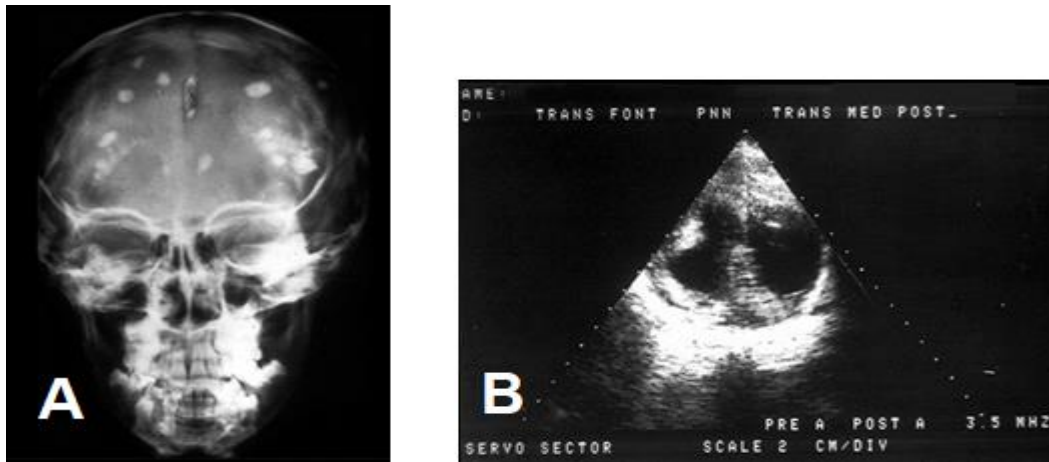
Toxoplasmose congénitale : Calcifications cérébrales mises en évidence sur Radiographie du crâne de face (A) et Echographie transfontanelle (B) [68]
